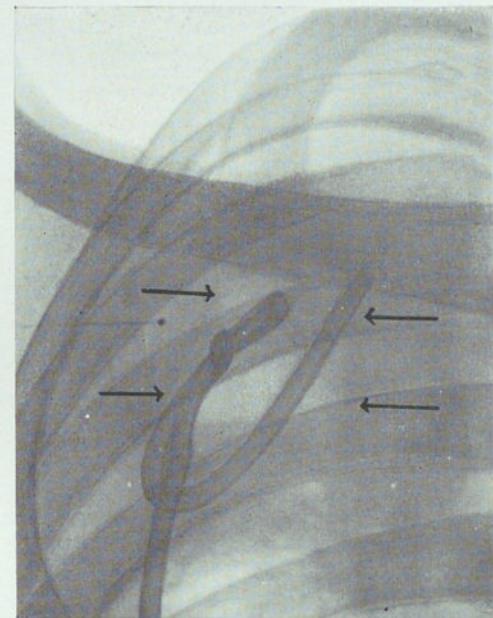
(Caso IV). Radiografía del 15-VI-39. Cuatro días después la caverna ha disminuido considerablemente de tamaño.
